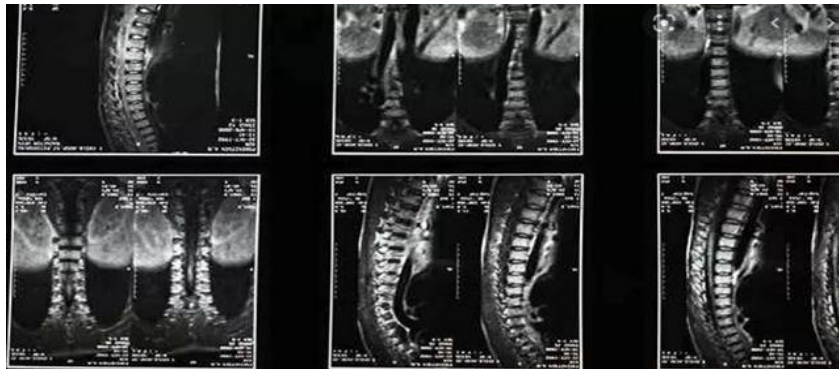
Магнітно-резонансна томографія
